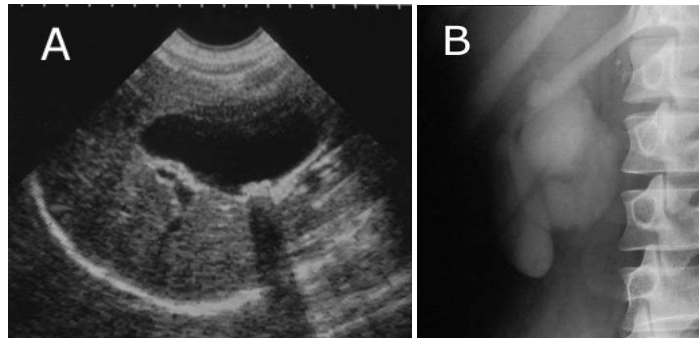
Ecografía abdominal: el colédoco tiene una dilatación quística y alcanza un diámetro de 4 cm. El paciente no tiene obstrucción biliar. Además se han formado dos pequeños cálculos.
